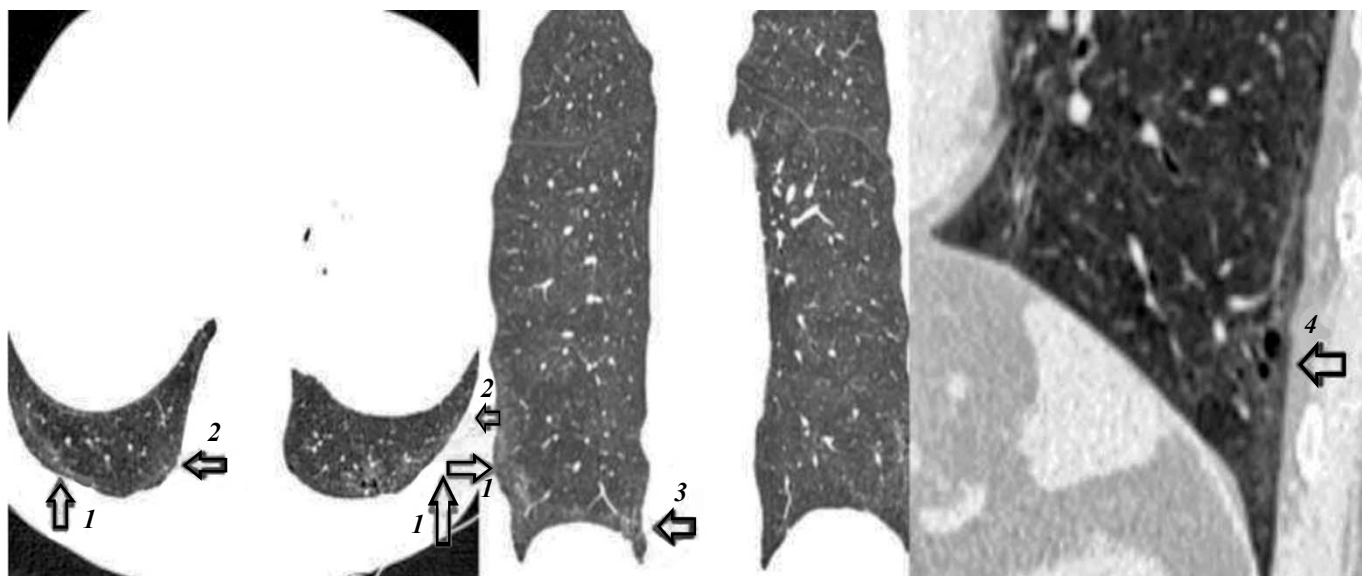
КТ-картина от 24.02.2020: 1 — ретикулярные изменения в базальных субплевральных отделах — без динамики; 2 — уплотнение по типу «матового стекла» — без динамики; 3 — тракционные бронхоэктазы, бронхиолоэктазы в базальных субплевральных отделах — без динамики; 4 — фиброзные изменения по типу «сотового легкого» — без динамики
